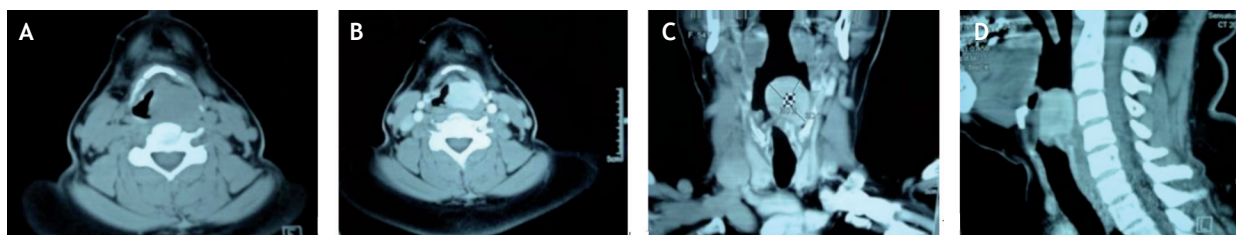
Tomografía Computada con tumor en supraglotis A) axial simple B) axial contrastada C) Coronal D) Sagital con tumor (paraganglioma) altamente vascularizado.
